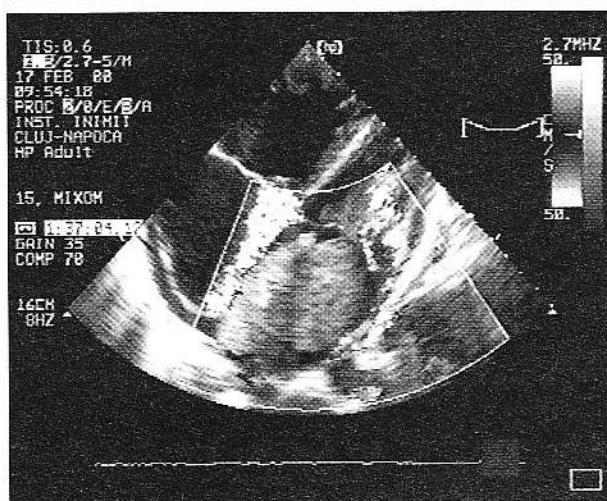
Apical 4 camere, sistolă: examinarea Doppler relevă regurgitare mitrală grad II, regurgitare tricuspidiană grad II.
